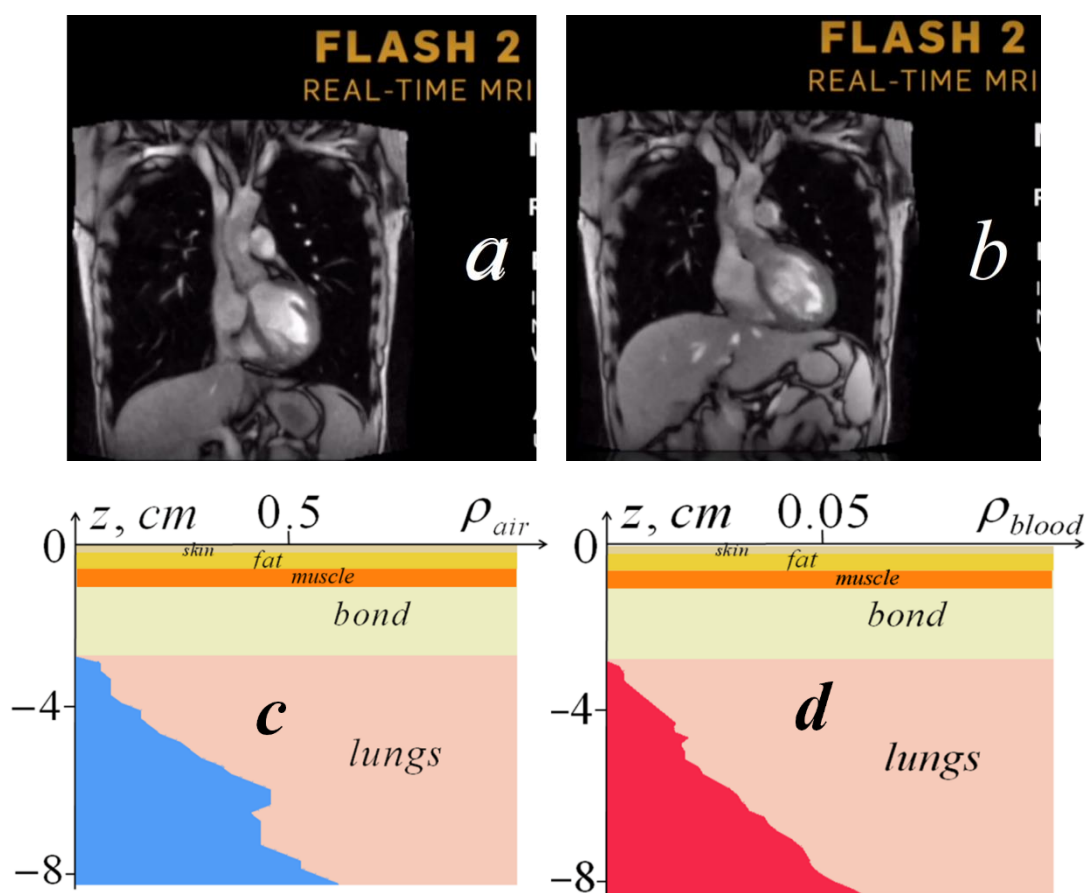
a, b* – скриншоты двух моментов анимации динамической магниторезонансной томографии (вертикальное сечение грудной клетки): *a* – фаза систолы, *b* – фаза диастолы; *c, d* – скриншоты анимации СВЧ ближнепольной томографии: *c* – профиль воздухонаполнения, *d* – профиль кровесодержания.
